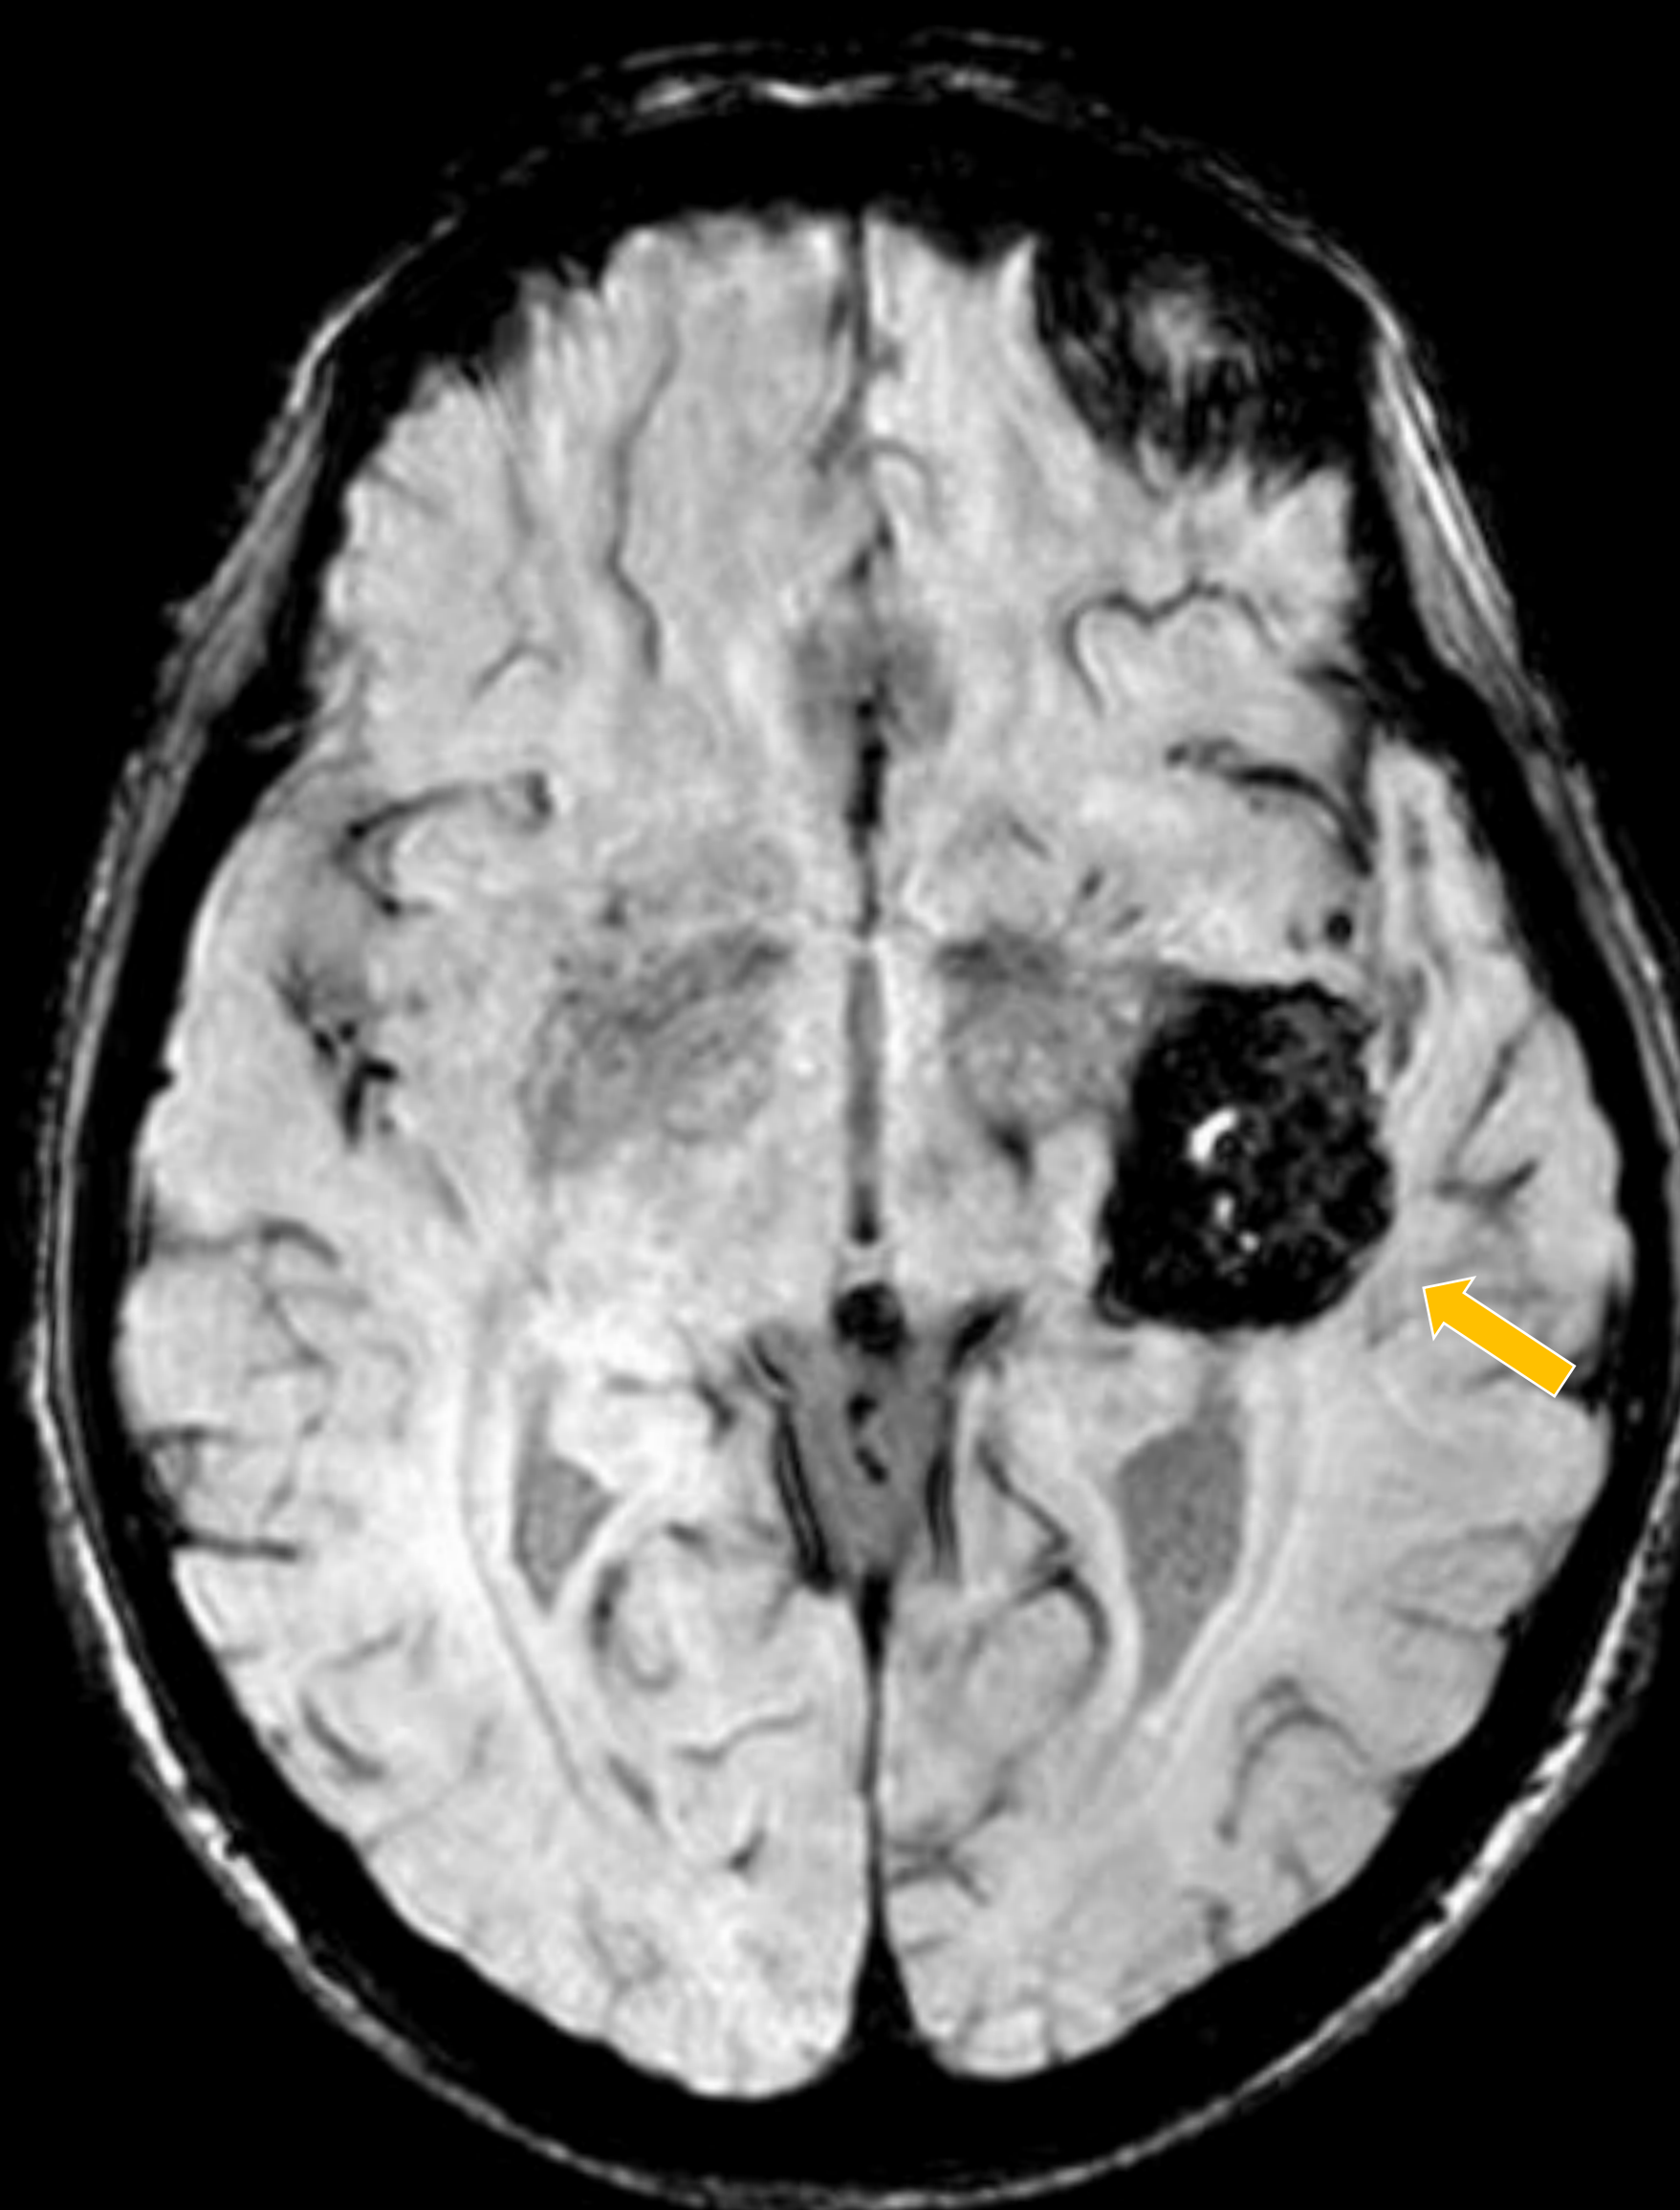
Angioma cavernoso. Paciente con crisis epiléptica. Imágenes: (1) TC basal de cráneo, corte axial; RM cerebral (2) secuencia T2 FLAIR coronal, (3) secuencia T2 axial, (4) secuencia T2 SWI axial. Masa hiperdensa con focos cálcicos (⇨), heterogénea y rodeada de un anillo hipointenso (*Black rim*) (⇨), con centro polilobulado en palomitas de maíz (⇨) y artefacto por presencia de hemosiderina (⇨).
